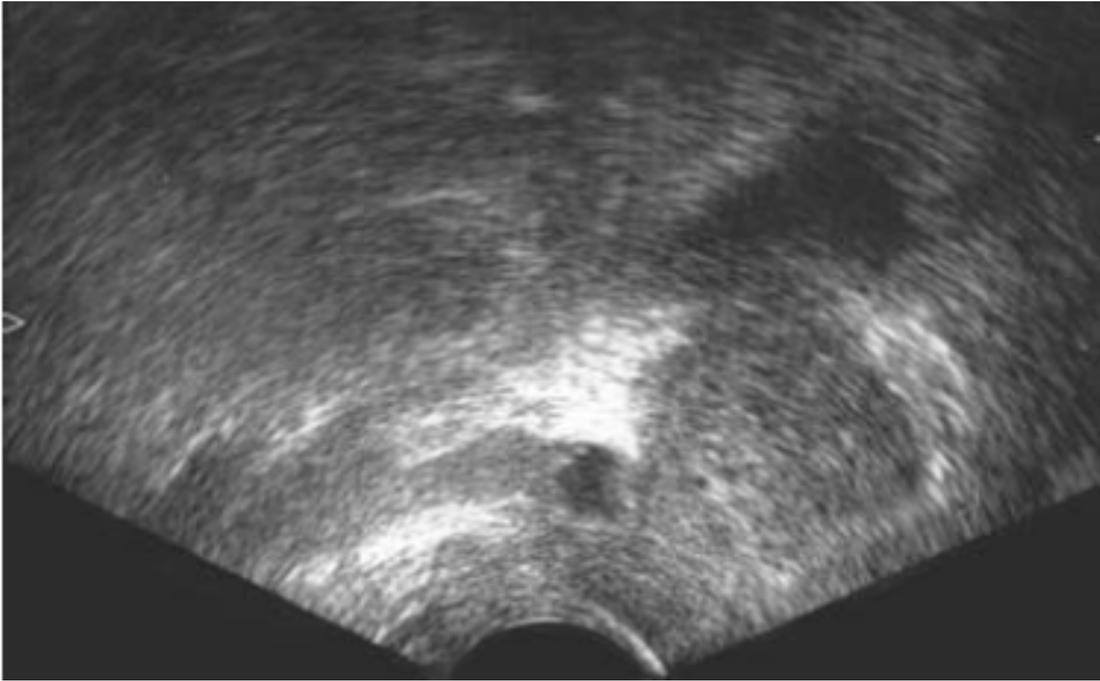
aspect échographique d'un kyste d'une vésicule séminale[9].
